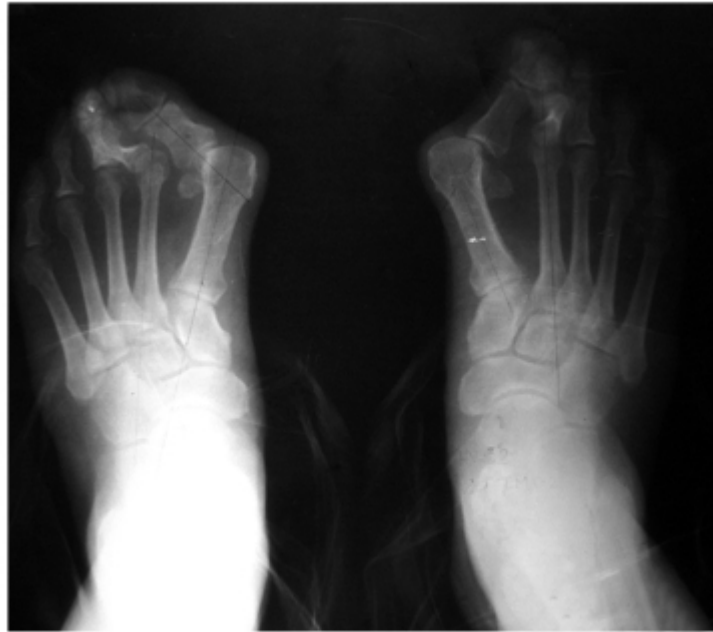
Radiografía AP con carga de peso en un paciente masculino de 67 años con hallux valgus severo con subluxación.
